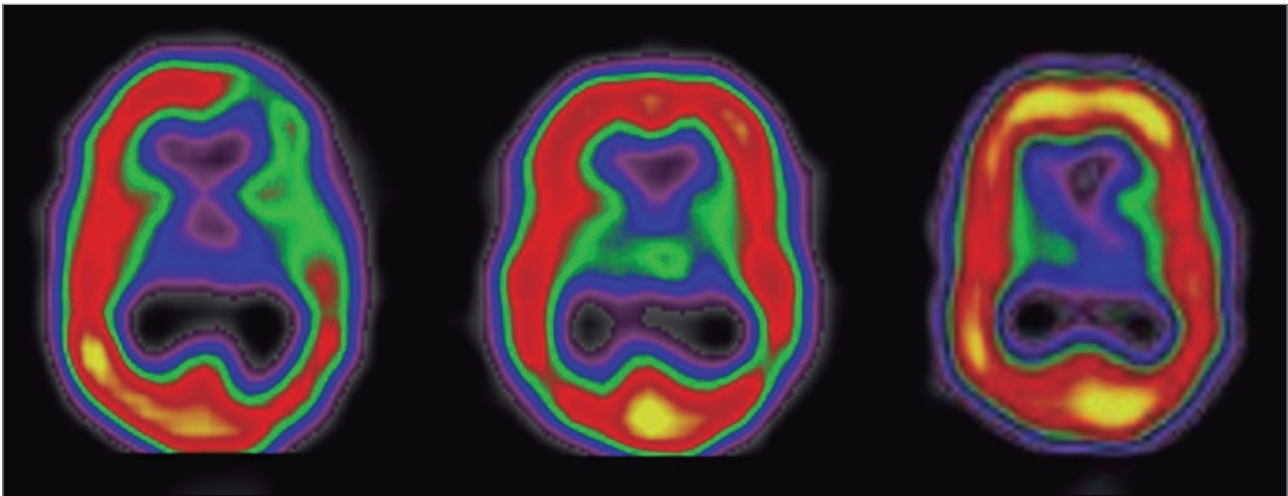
Tomografía computarizada por emisión de fotón único (SPECT) cerebral de perfusión en un caso de síndrome de cefalea y déficits neurológicos transitorios con linfocitosis de líquido cefalorraquídeo (HaNDL). Izquierda: fase aguda, hipoperfusión moderada en hemisferio izquierdo. Centro: tres meses después se observa mejoría, pero con persistencia de la hipoperfusión. Derecha: cinco meses después el estudio es normal (fuente: Rodríguez Cruz, et al., 2011²⁷).
